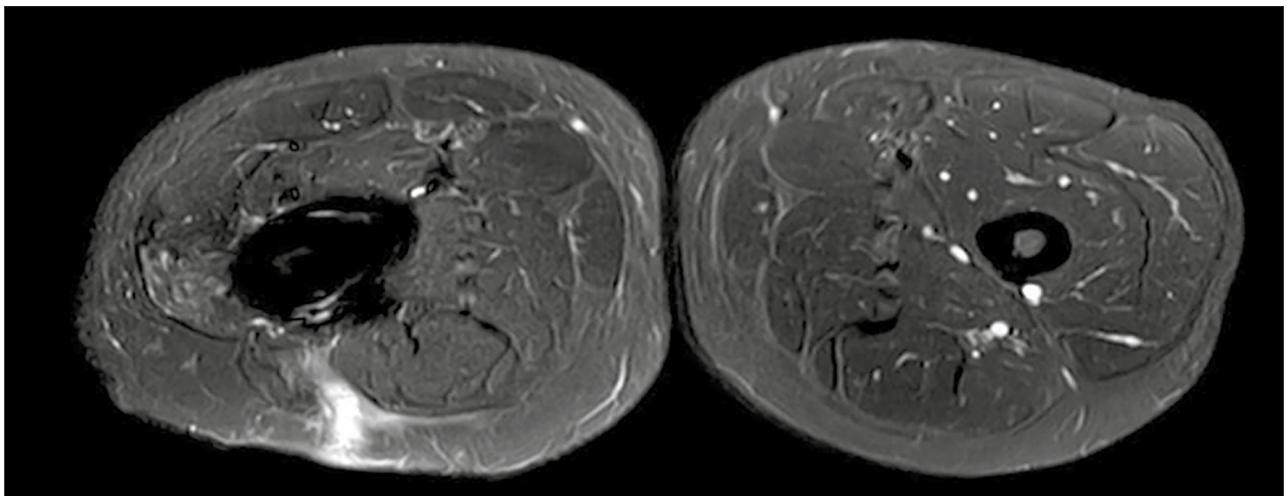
Imagem de exame de ressonância magnética de membros inferiores evidenciando trajeto fistuloso em face posterior de coxa direita com realce após contraste.
